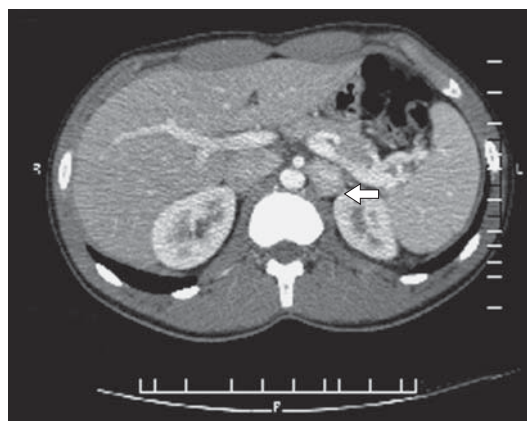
КТ больного с параганглиомой.
